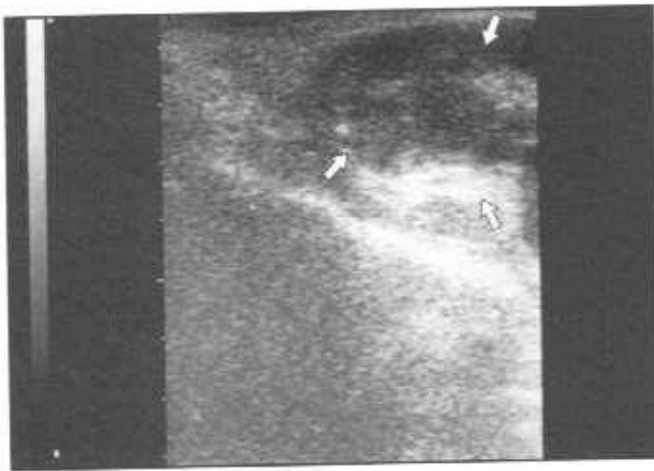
Эхограмма предстательной железы (ТРУЗИ, продольный срез). Во внутренней части железы визуализируется опухоль (отмечена стрелками) с явлениями распада в центре, фибризации и кальцинации по периферии опухоли.
